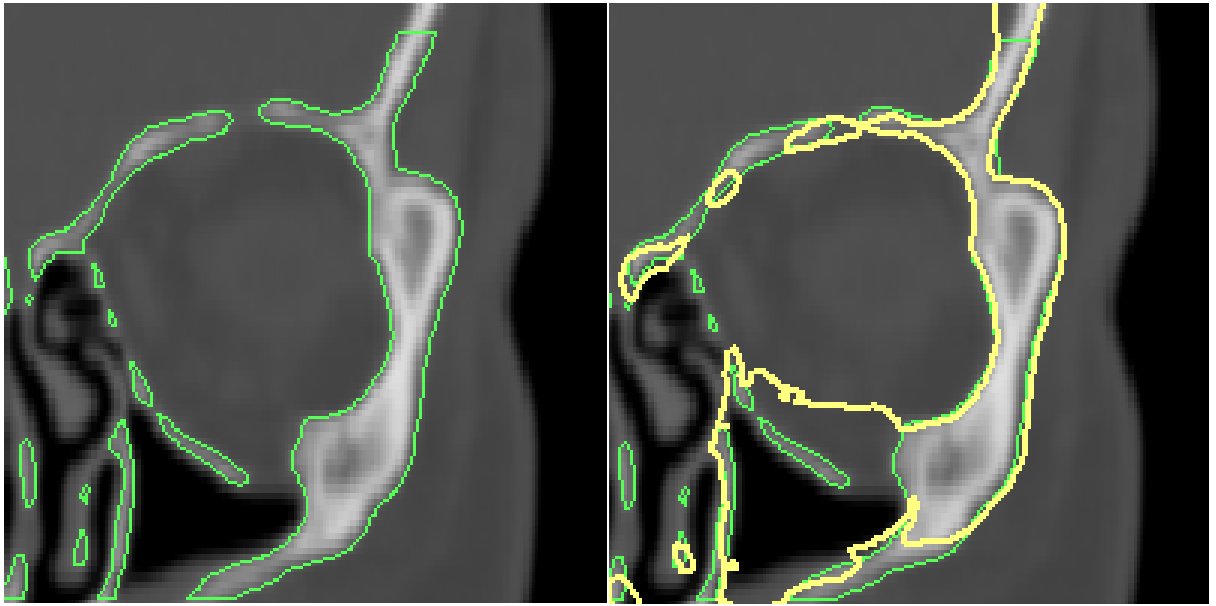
Срезы КТ области нижней стенки глазницы пациента Ч. ИБ №44238. Слева представлен вариант исходной ситуации, справа – результат восстановления целостности костных структур на виртуальной модели путем зеркального наложения противоположной неповрежденной стороны
